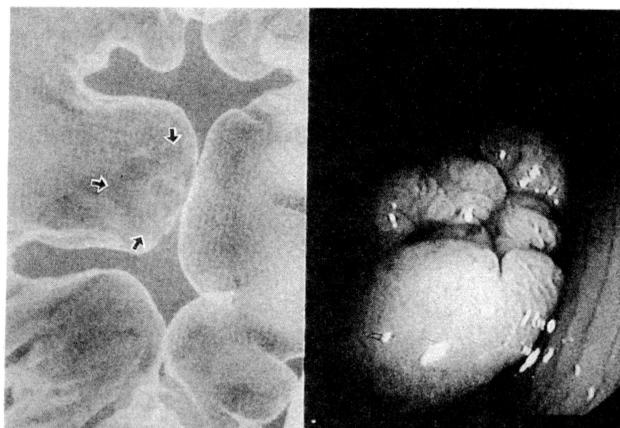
a, b: 症例1 注腸X線および内視鏡所見。s状結腸に径20mmの結節集簇様大腸病変がみられる。
